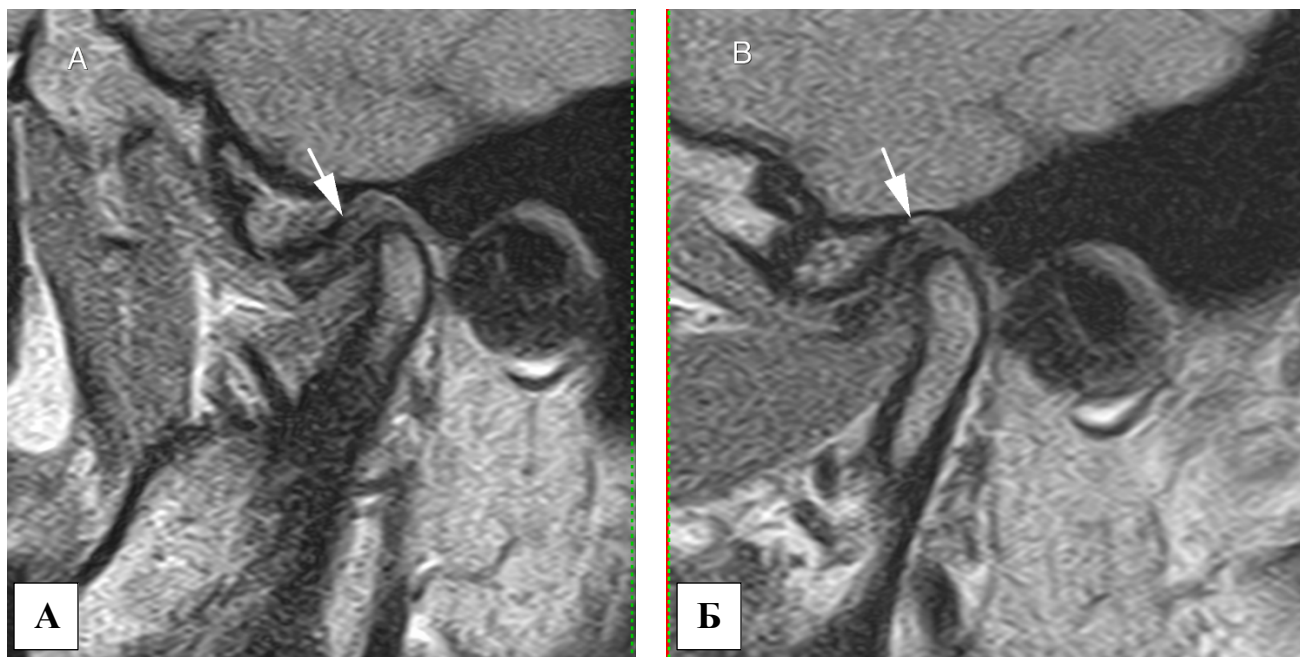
Изображение при МРТ левого ВНЧС у пациентки И.: А – до лечения диск смещён кпереди; Б – нормализация положения диска после лечения
